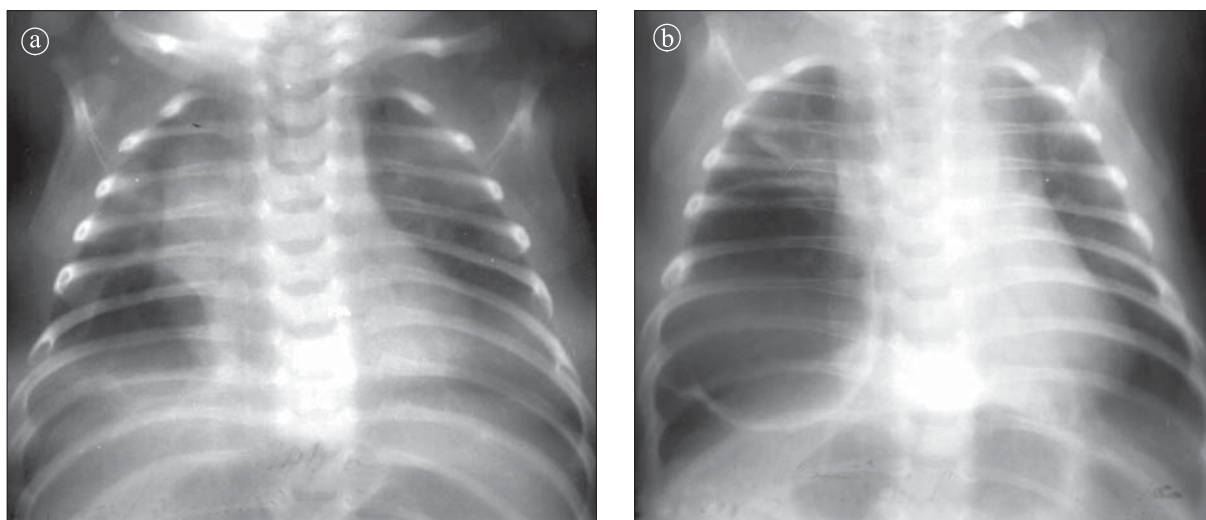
Stafilococie pleuropulmonară în evoluție. a) Radiografie toracică PA. Opacitate a întregului plămân drept cu câteva pneumatocele. b) Același caz după 5 zile.
